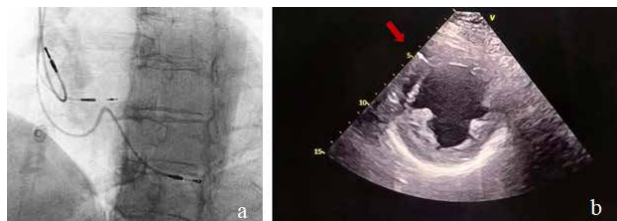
a. Sonde de electrostimulare prezente la nivelul atrului stâng, septului interventricular (sistem de conducere) și apexul ventriculului drept; b. Ecocardiografie transtoracică: sonda de electrostimulare fixată la nivelul septului interventricular.
